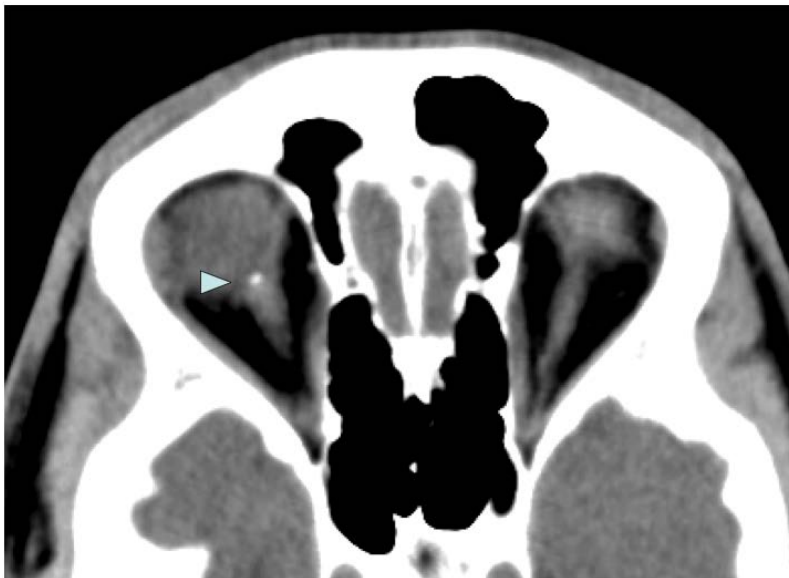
TC axial de órbitas, que muestra la apariencia densa de los drusen del nervio óptico (flecha)
